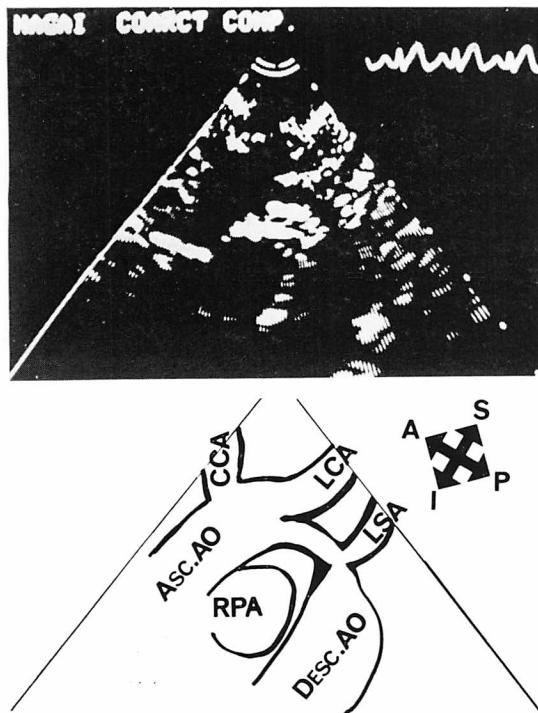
Two-dimensional echocardiogram from Case 1 (3-month-old boy).
